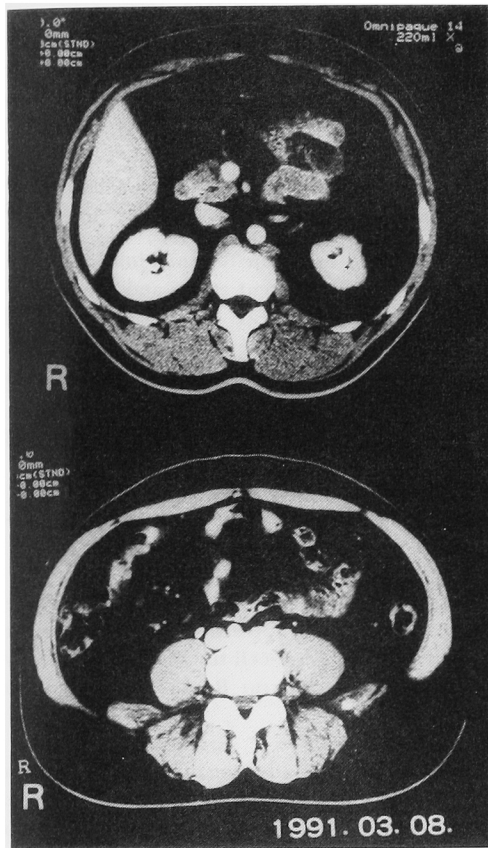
A CT scan 5 months after the completion of chemotherapy shows a significant reduction in retroperitoneal metastases.
